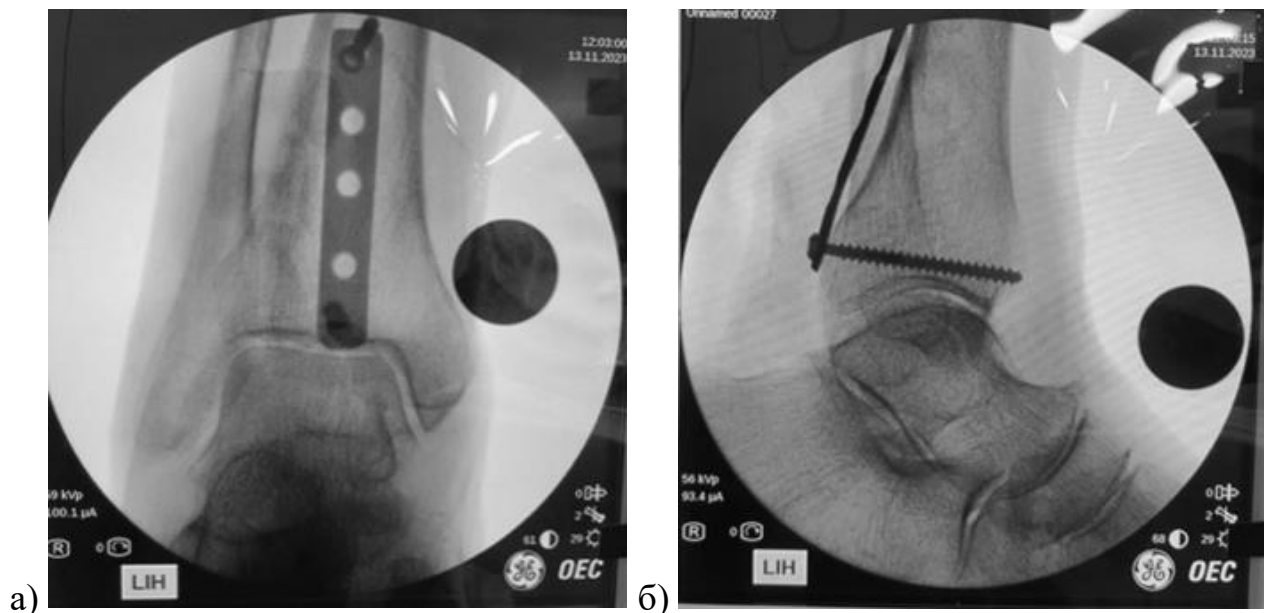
Рентгенограммы после имплантации металлоконструкций через заднелатеральный доступ: а) прямая проекция; б) боковая проекция
